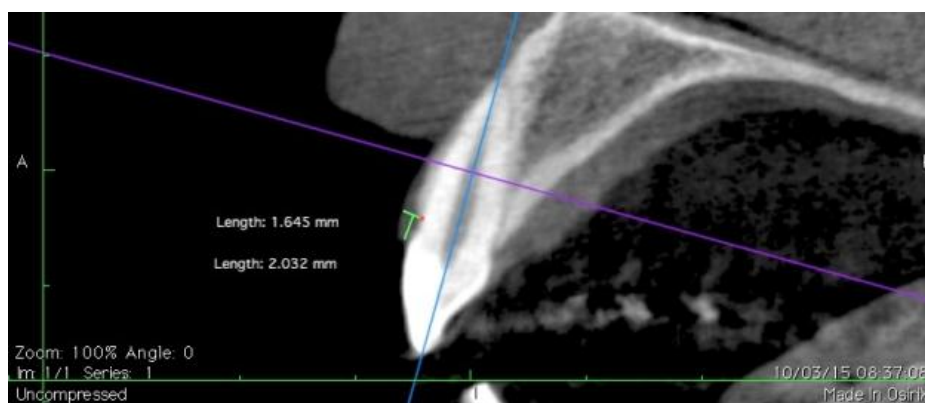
Tomografia de Feixe Cônico e avaliação no software OSX (Osirix Lite; software de imagem, Apple, CA). Corte sagital: mensuração da espessura gengival vestibular (EG= 1,645).
